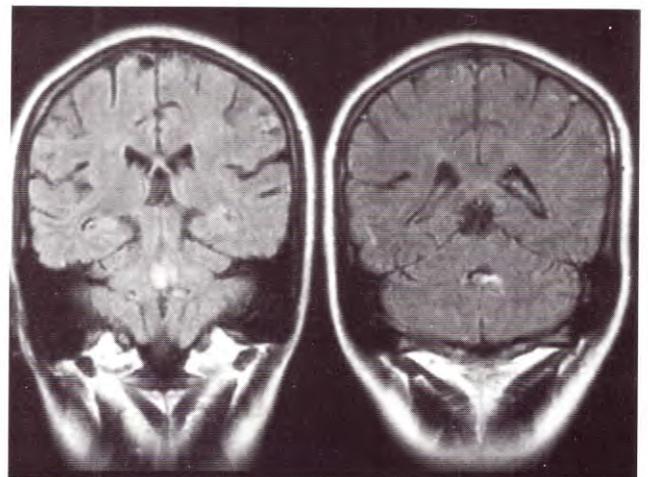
IRM: imagen en piso de IV ventrículo hiperintensa en T1 que refuerza con gadolinio, compatible con metástasis.
